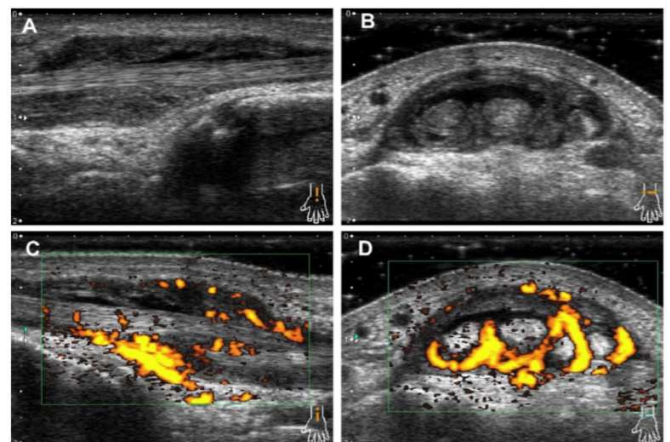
A-B Tenosinovitis en la cadera. C-D aumento del efecto doppler indicativo de inflamación activa en paciente con artritis reumatoide (10)
